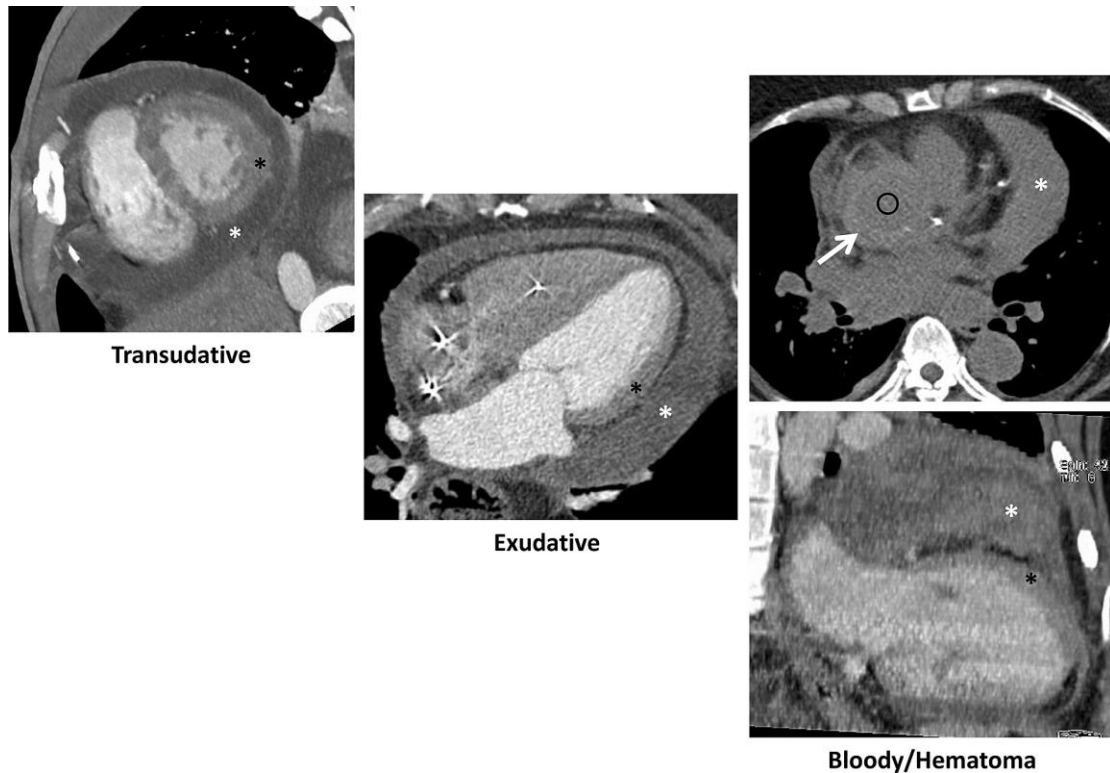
心包积液在 CT 上的特点。CT 成像显示心包积液在不同性质时，特异性的信号衰减 (白色星号) (相对于对比增强的心肌[黑色星号])。分别为漏出性(较低)，渗出液 (较低)，和血性积液/血肿 (相当)，(像壁内夹层血肿[箭头]) 积液本身比非对比增强的血液 (空心圆圈)，有更高的衰减。
